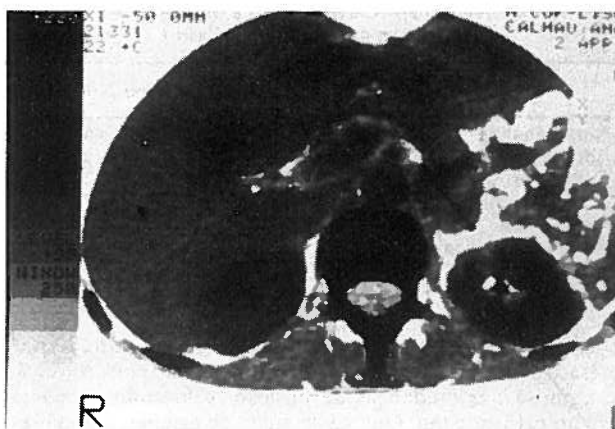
TAC: múltiplas metástases:
